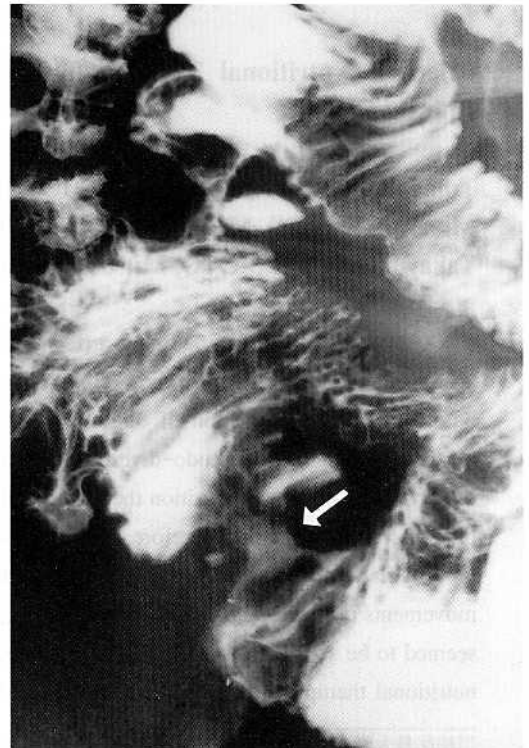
Barium meal x-ray study of the small intestine. An ulcer (arrow) and stenoses in the distal ileum are shown.
